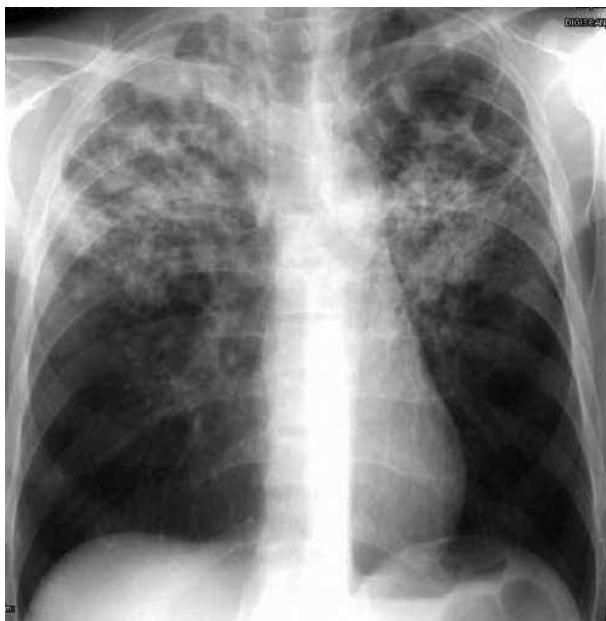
Radiografía de tórax de un enfermo joven, que evidencia lesiones típicas de tuberculosis post-primaria. Infiltrados, con necrosis y cavitación. Diagnóstico de tuberculosis confirmado por baciloscopía y cultivo.
